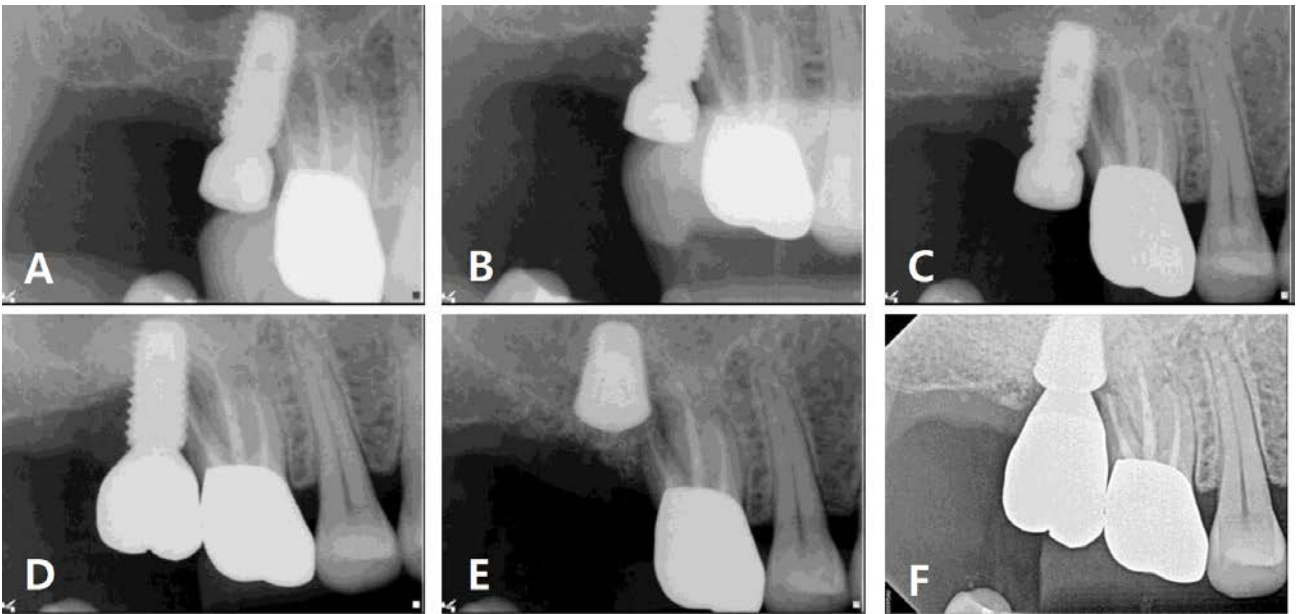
(A) Periapical radiograph after implant placement. Nonvital root of adjacent 2nd molar was invaded by implant. (B) Periapical radiograph 2 weeks after implant placement. (C) Periapical radiograph 4 months after implant placement. Marginal bone was lost around the implant. (D) Implant was mobile and removed 6 months after implant placement. (E) Ultrawide implant was re-installed with bone graft. (F) Periapical radiograph 12 months after re-implant. Crestal bone level is stable.
